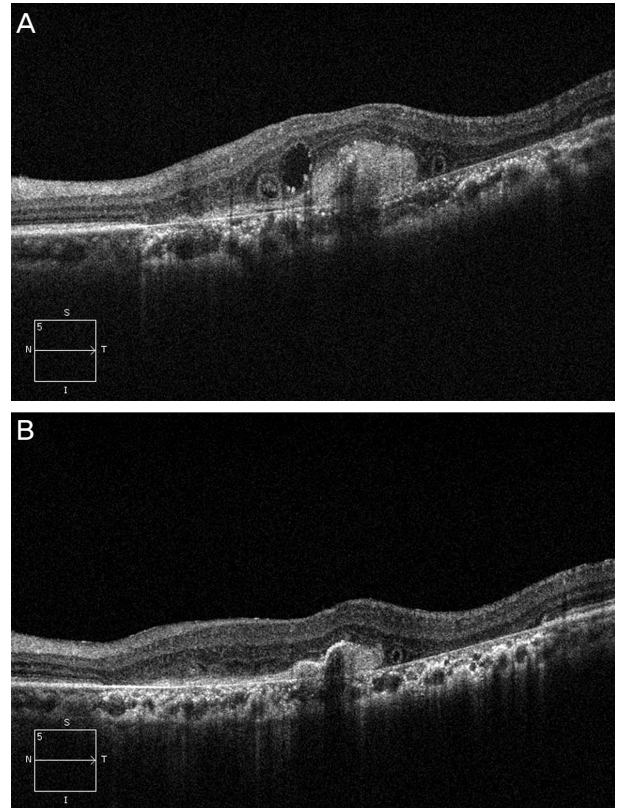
The optical coherence tomography (OCT) images of 84-year-old male patient with continuing anti-VEGF treatment after retinal pigment epithelium (RPE) tear. The patient had been treated with bevacizumab on five times over period of 6 months. (A) The OCT shows cystic edema and a neurosensory detachment with reflectance that could represent the neo-vascularization complex. (B) The detachment resolved, and there is no persistent cystic change within the retina. VEGF = vascular endothelial growth factor.
